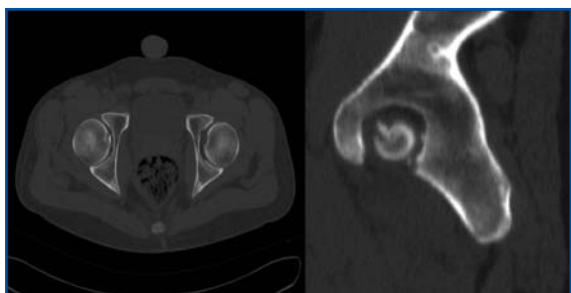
TAC de pelvis, que objetiva arrancamiento de ligamento redondo y la presencia de fragmentos óseos intraarticulares.
